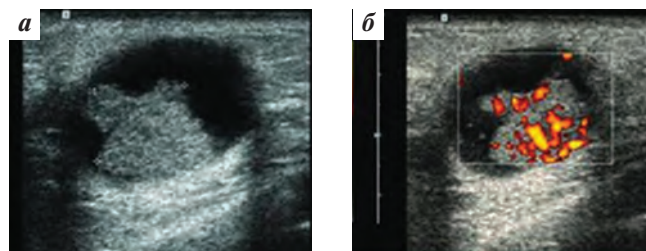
УЗИ правой молочной железы: кистозно-солидное образование размером 45 × 40 мм, в стенке кисты разрастания солидного компонента 29 × 13 мм (а); васкуляризация при доплерографии (б)
